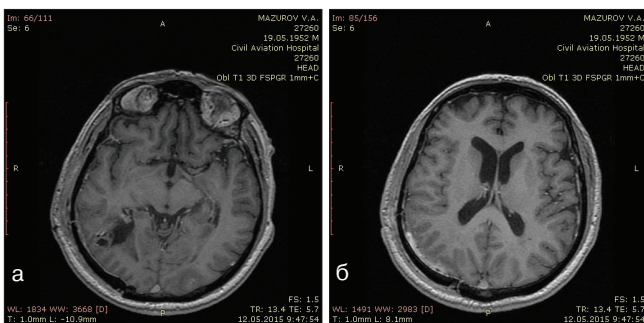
МРТ головного мозга (T1-взвешенные изображения) в аксиальной проекции с контрастным усилением через 1 мес после операции: а) ложе удаленного метастаза; б) желудочковая система после устранения правосторонней гемотампонады
